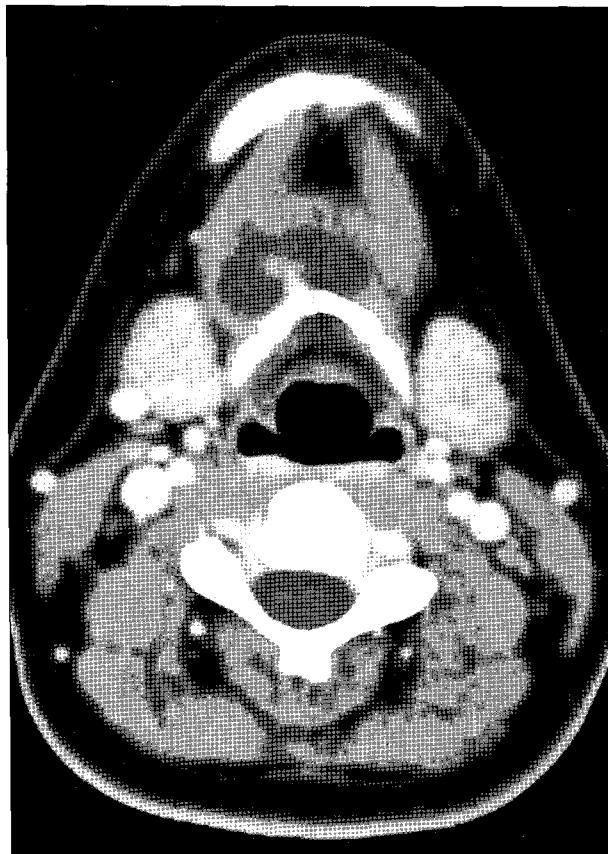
CT scan of the neck showed calcified lobulating cystic mass attached to hyoid bone.
